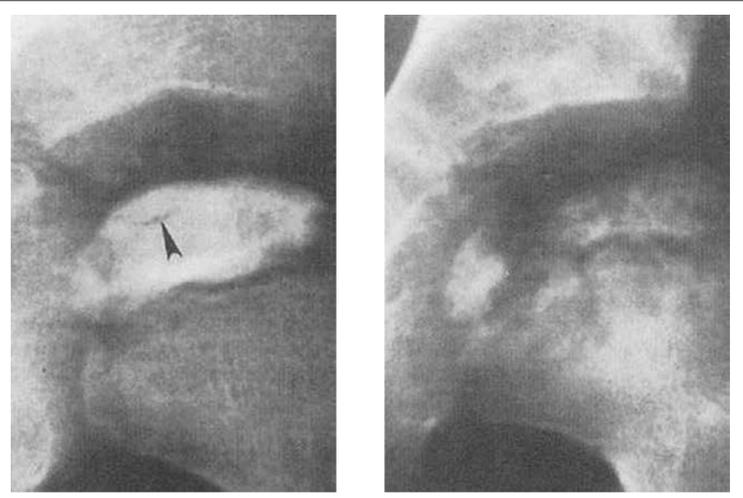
Radiografia – fase precoce (esquerda): hiperdensidade epifisária e “sinal do crescente” (seta). Fase intermediária (direita): fragmentação da porção medial epifisária.
